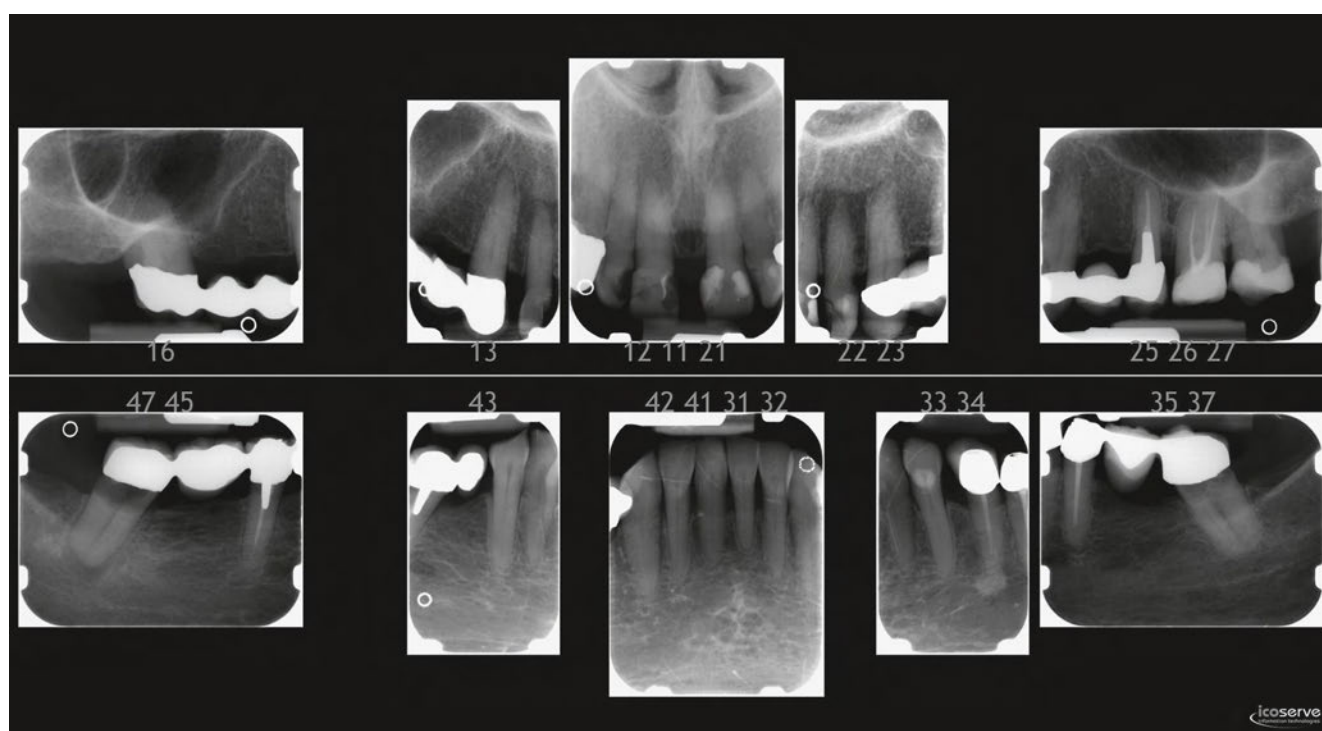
Les clichés radiographiques du début du traitement
